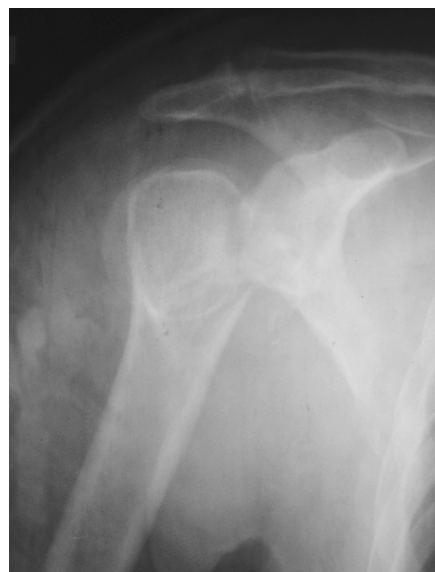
Хворий Б., 56 р. Передньо-задня рентгенограма правого плечового суглоба до оперативного втручання.
